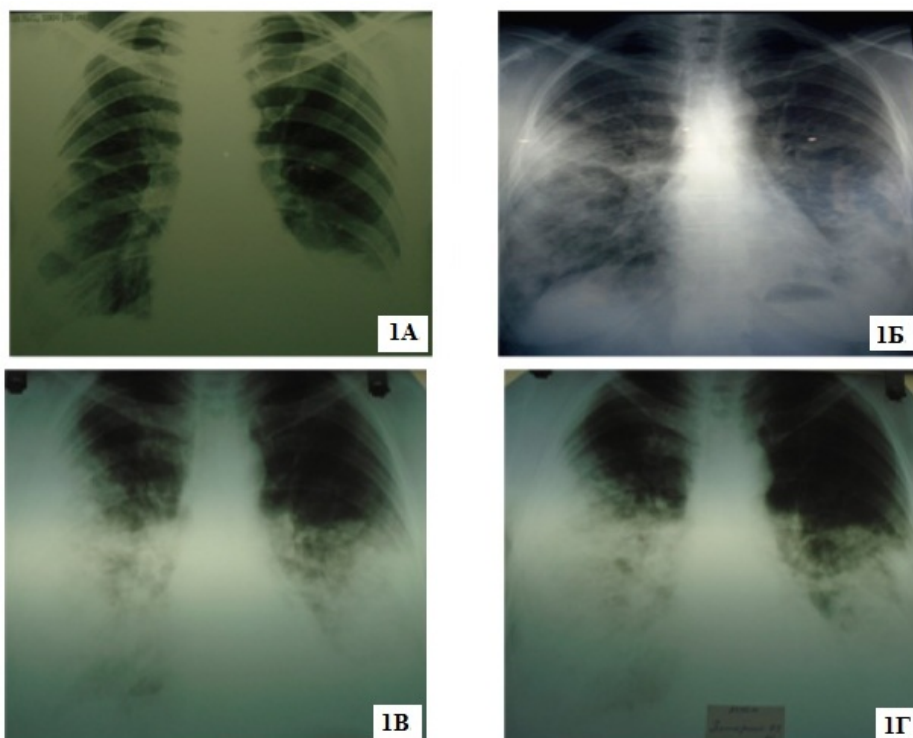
А – Рентгенограмма ОГК 25.02.2014 г.; Б - Рентгенограмма ОГК 09.07.2014 г.; В - Рентгенограмма ОГК 19.09.2014;
